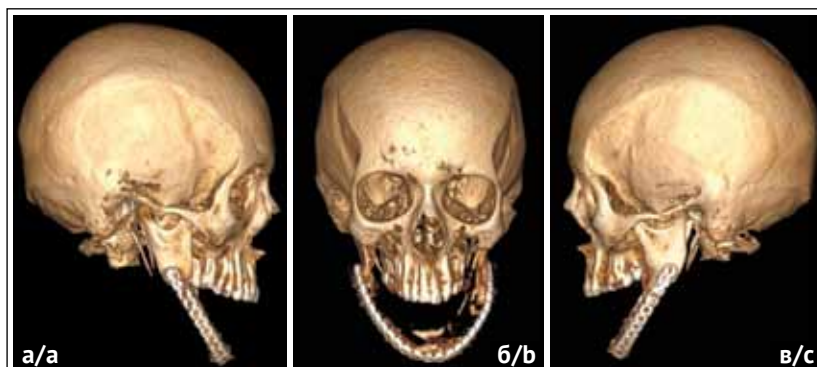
МСКТ пациентки через год после установки реконструктивной титановой пластины:
